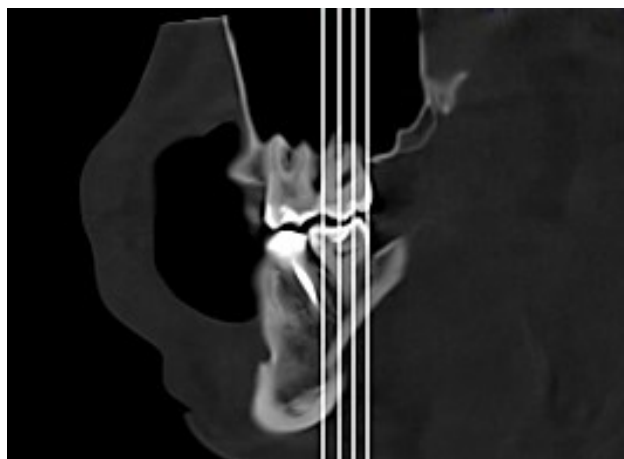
Plano sagital do CBCT com ilustração das quatro zonas analisadas posteriormente no plano coronal para recolha de dados.
